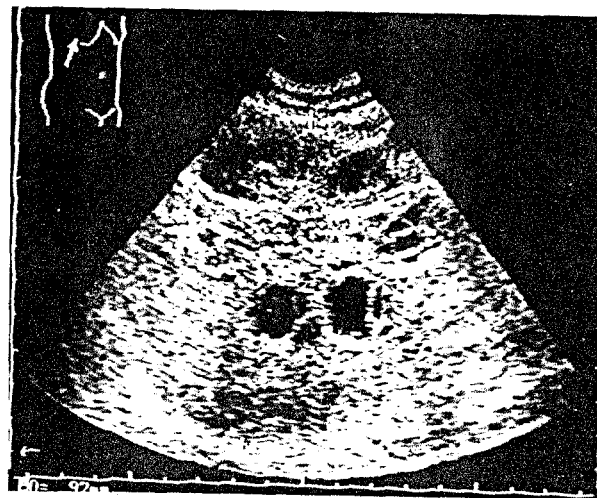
Imagine ecografică a unei tumori renale drepte cu structura inomogenă și zone transonice (zone de necroză tumorală). Caz confirmat histopatologic: carcinom renal cu celule clare.
